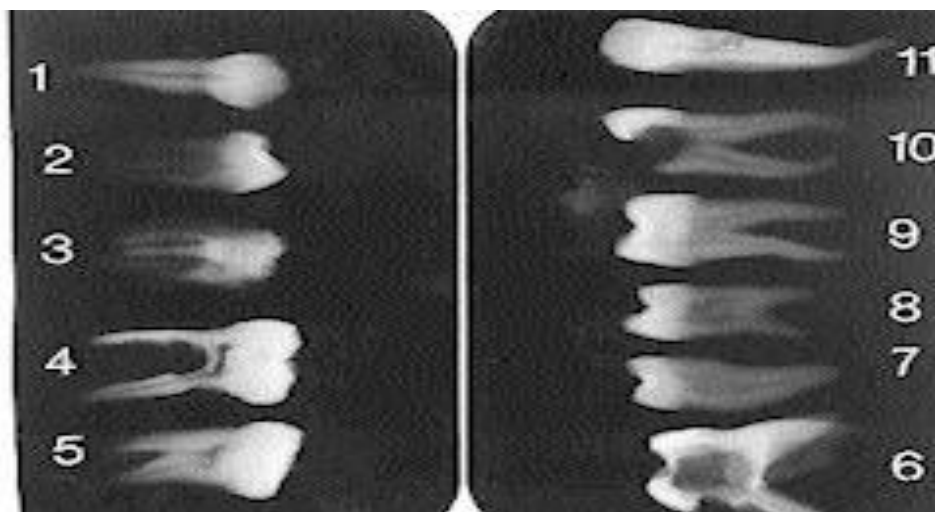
Radiographie des dents qui montre la complexité de la morphologie canalaire“Simon S. Endodontie Volume 1: Traitements.
